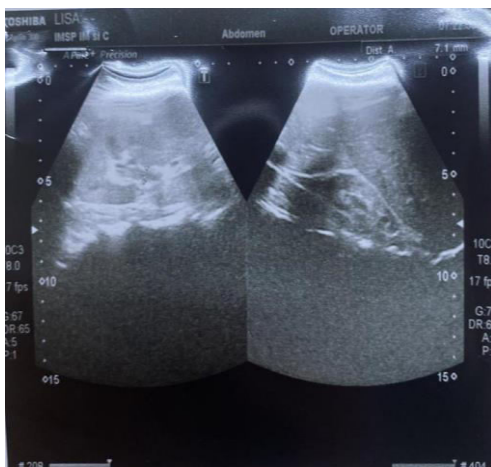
Ecografia sistemului urinar. Rinichi hipoplaziat pe dreapta
